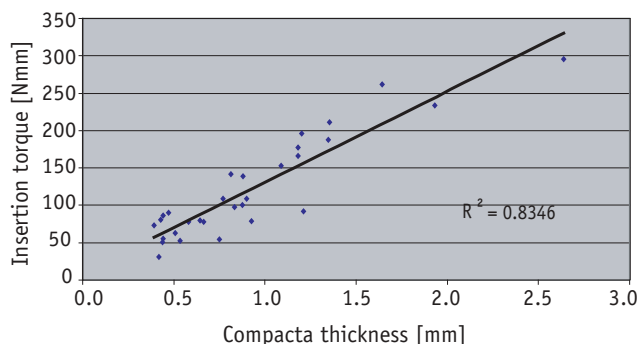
Correlation of insertion torques of the reference implants to bone qualities (compacta thickness) determined from micro CT.
